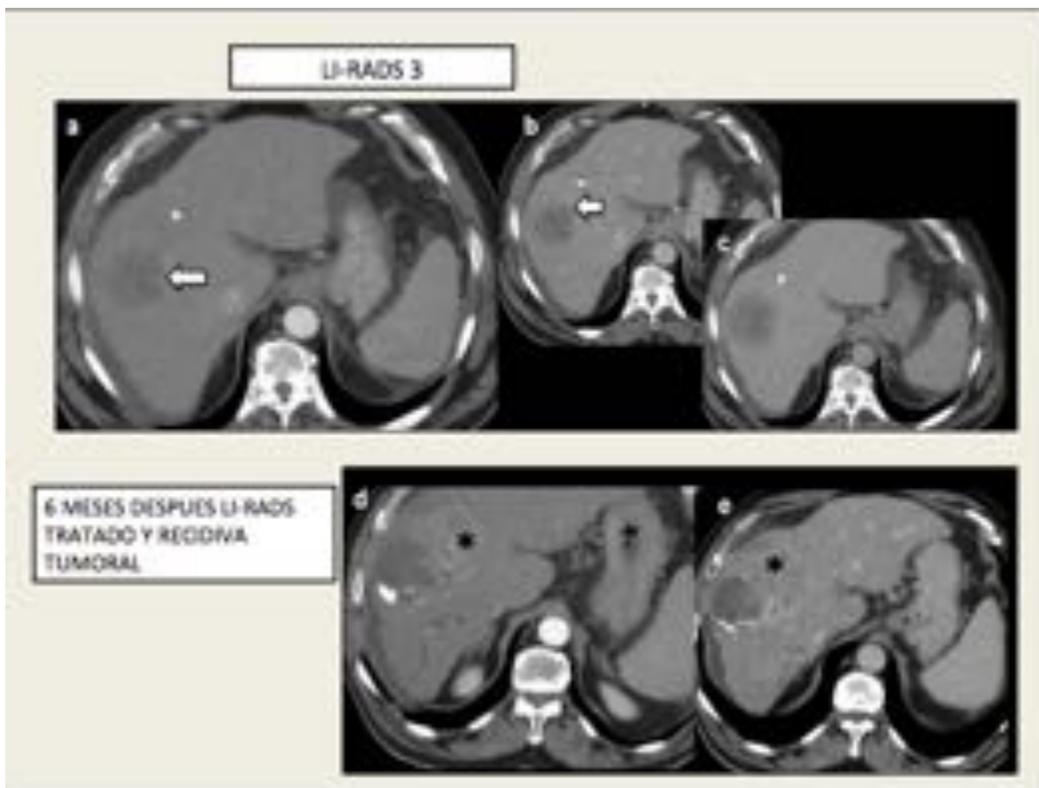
TC realizada con contraste iv en fase arterial y portal , con lesión 40 mm localizada en el
